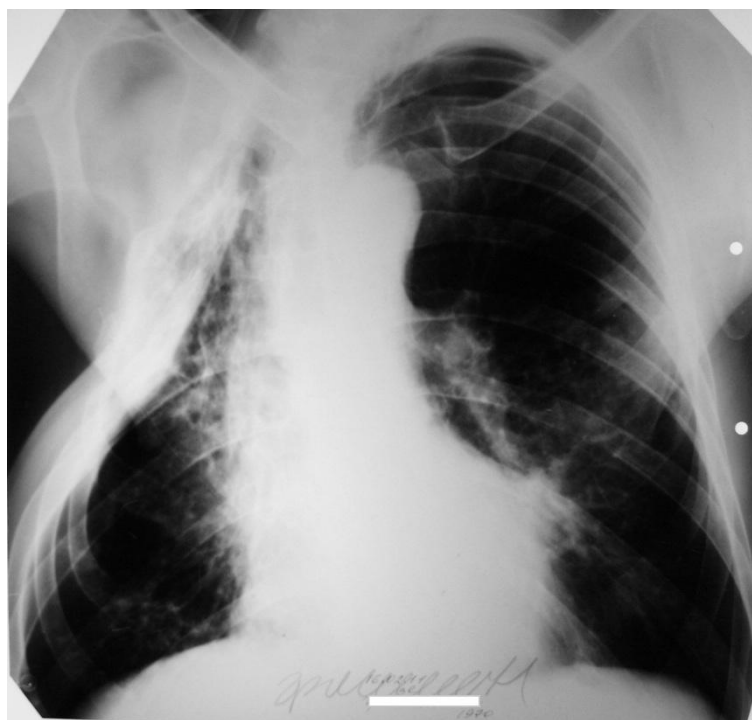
Обзорная рентгенограмма больного Г. через полтора года после выписки.
